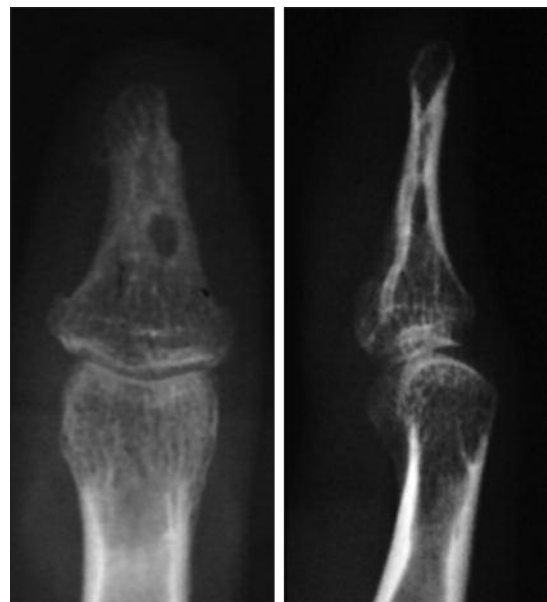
Radiografías preoperatorias que muestran una lesión osteolítica bien definida de la falange distal del pulgar.
